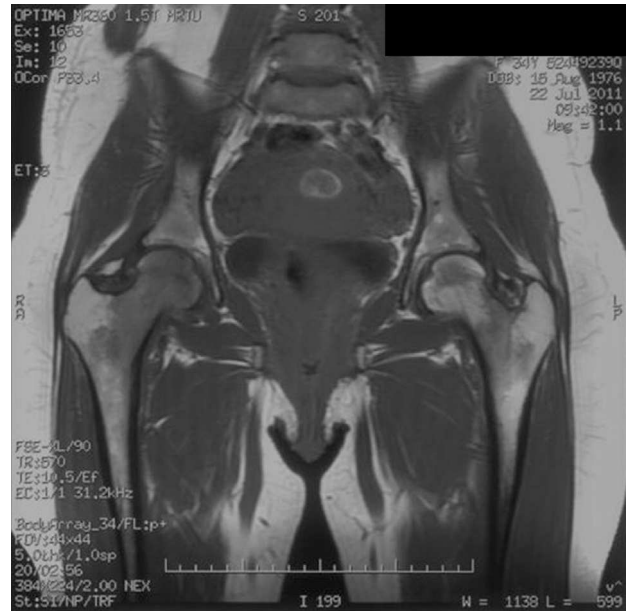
RM indicativa de una OTC bilateral.
